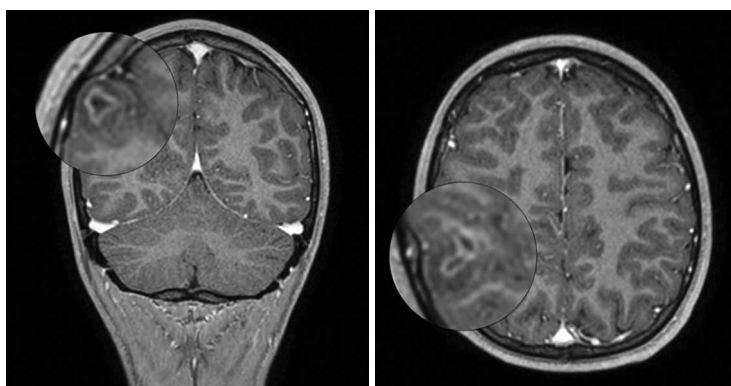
На предоперационной МРТ с контрастным усилением на коронарном срезе (слева) и аксиальном (справа) увеличена область расположения опухоли правой теменной доли размерами 14x17 мм. В проекции опухоли отмечается участок ремоделирования костной пластинки правой теменной кости.
